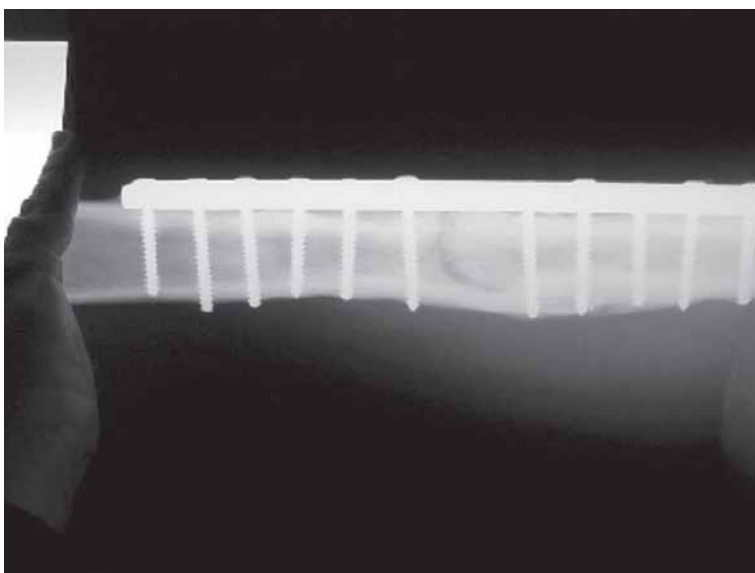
Radiografía de prótesis ortopédicas y tornillos de acero inoxidable en nuestra paciente.
